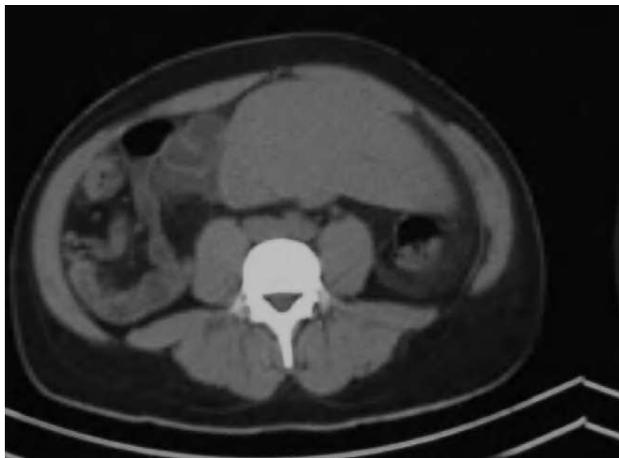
Tomografía computarizada abdominal con contraste intravenoso. Esplenomegalia de localización centroabdominal.
